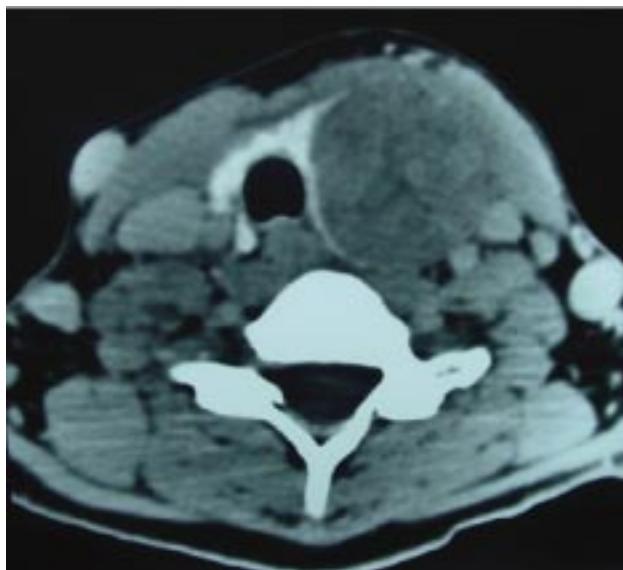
TAC de carcinoma papilar de tiroides.
